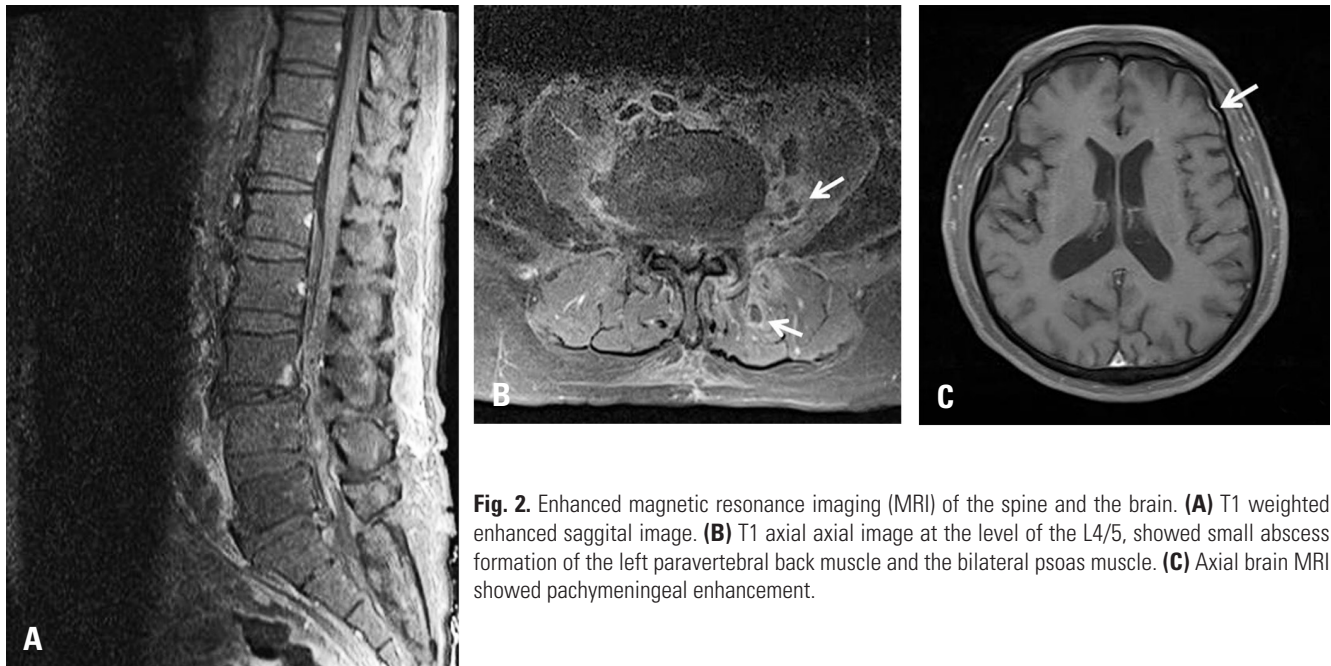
Enhanced magnetic resonance imaging (MRI) of the spine and the brain. (A) T1 weighted enhanced sagittal image. (B) T1 axial image at the level of the L4/5, showed small abscess formation of the left paravertebral back muscle and the bilateral psoas muscle. (C) Axial brain MRI showed pachymeningeal enhancement.
